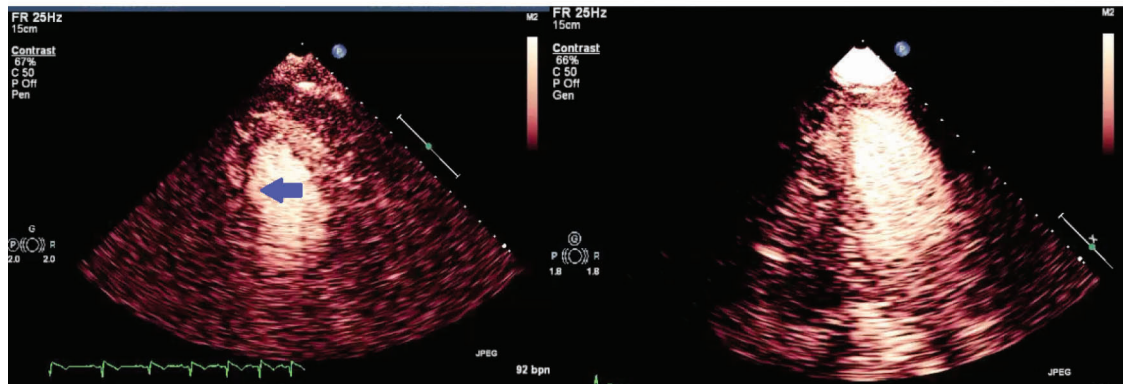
Imágenes ecocardiográficas de perfusión en tiempo real en plano apical 2 cámaras demostrando acinesia de la pared inferior asociado a defecto de perfusión (A, flecha). Después de 15 minutos de sonotrombólisis, antes de la realización de la angiografía coronaria, la evaluación ecocardiográfica demostró permanencia de la acinesia inferior, pero mejora del defecto de perfusión miocárdica en esta pared (B).
